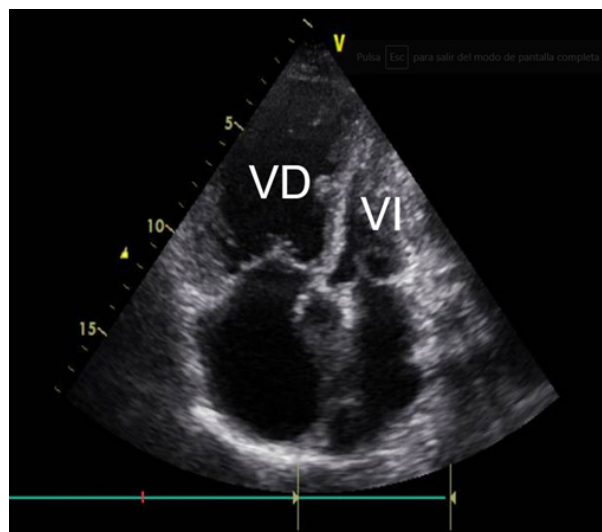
Ecocardiograma. Vista apical de 4 cámaras donde se observa gran dilatación del ventrículo derecho (VD) en relación con el ventrículo izquierdo (VI). Relación VD/VI basal > 1 .
